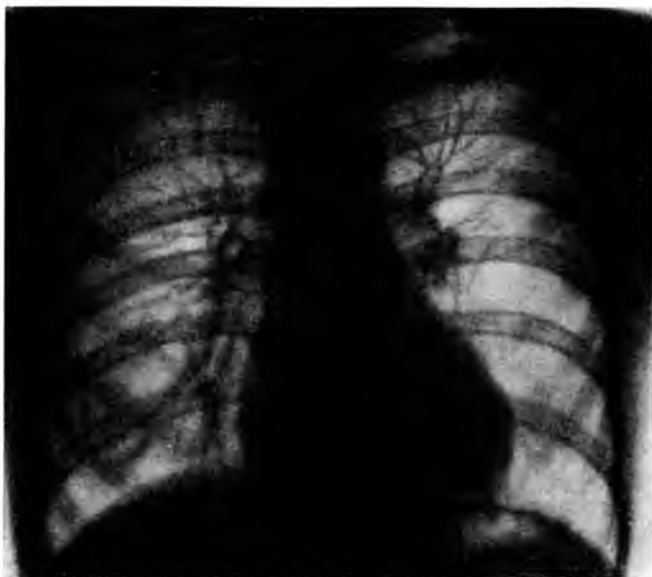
Рентгенограмма больного с легкой формой тетрады Фалло
